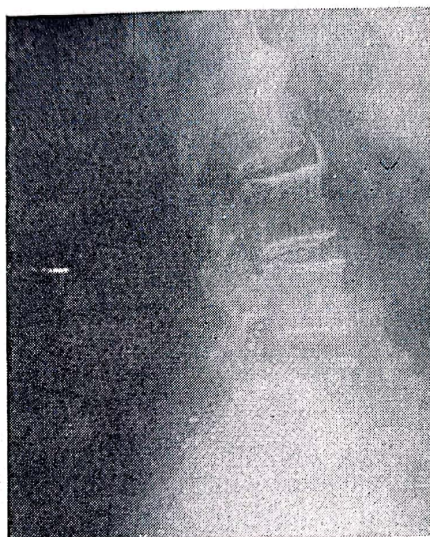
Radiografia coloanei cervicale pentru canalul spinal:
